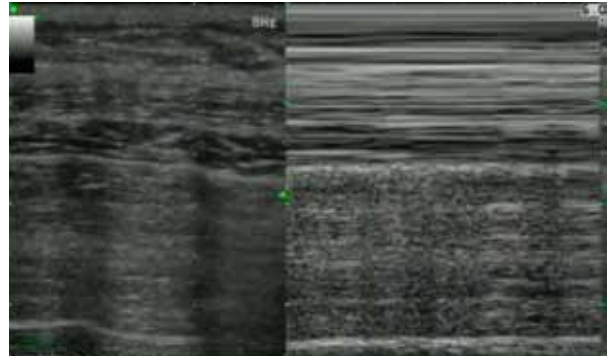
Thoraxsonographie (M-Mode): links Stratosphären-Zeichen (Pneumothorax, durchgehende Reverberationsartefakte), rechts Seashore-Zeichen (kein Pneumothorax; oben Wellen ["Meer"], unten granuliert ["Strand"]; seashore: Meeresufer)
